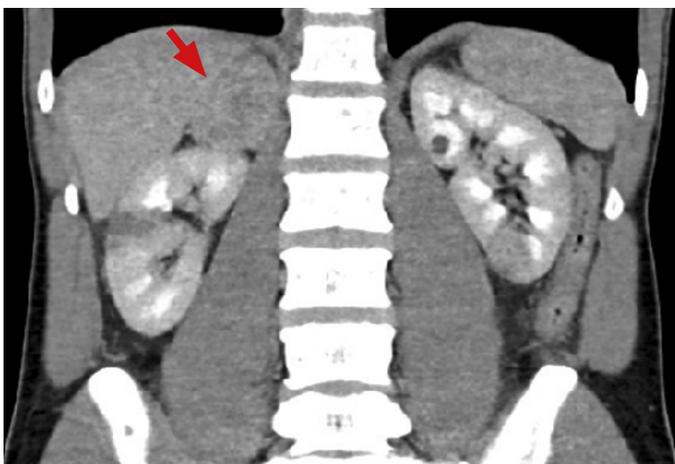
Koronare Ansicht einer venösen Phase einer Abdomen-CT mit Nachweis eines Phäochromozytoms rechts (Pfeil). Nebenbefundlich Niereninfarkt mittleres Drittel rechts
